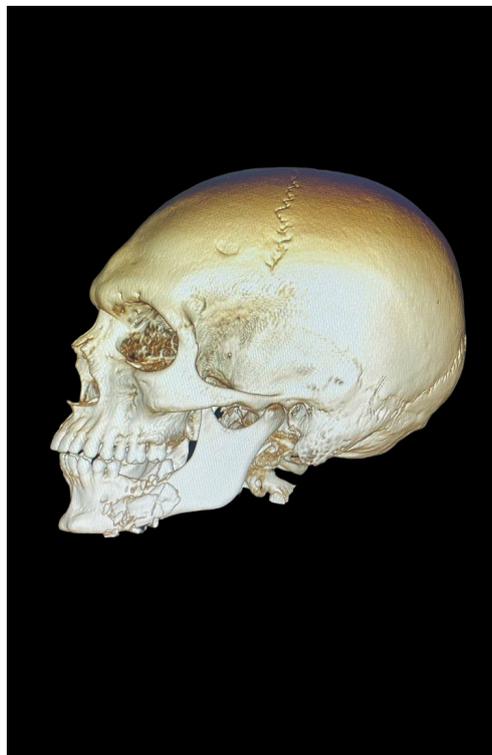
Tomografía Inicial del paciente
